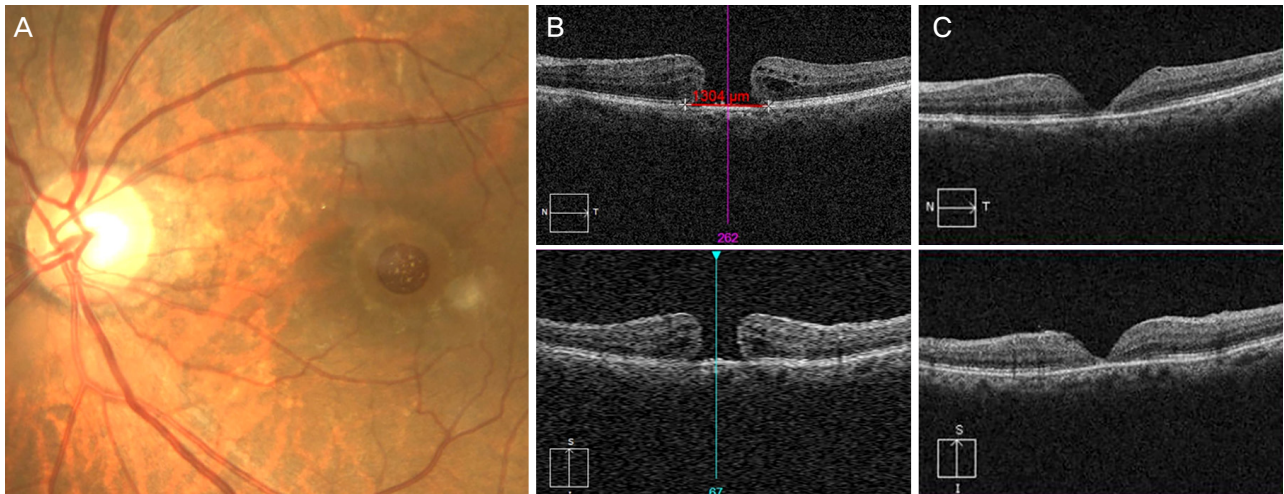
A case of full thickness macular hole in 75-year-old-female. Preoperative color fundus photography (A) and optical coherence tomography (OCT) (B) of the left eye demonstrated large macular hole (hole base: 1,304 μ m). 7 days after surgery, type 1 closure of hole was detected in OCT scan image (C). logMAR vision improved from 1.60 to 1.00.
